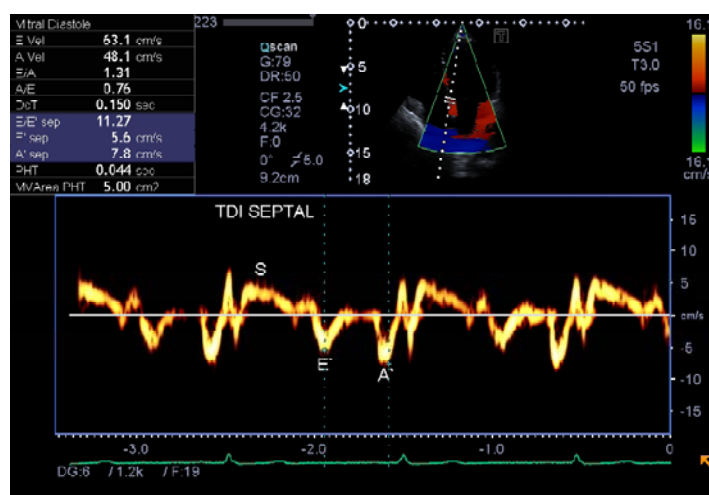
Tissue Doppler Imaging* do anel mitral septal. S pico sistólico, E' pico diastólico precoce, A' pico diastólico tardio.
